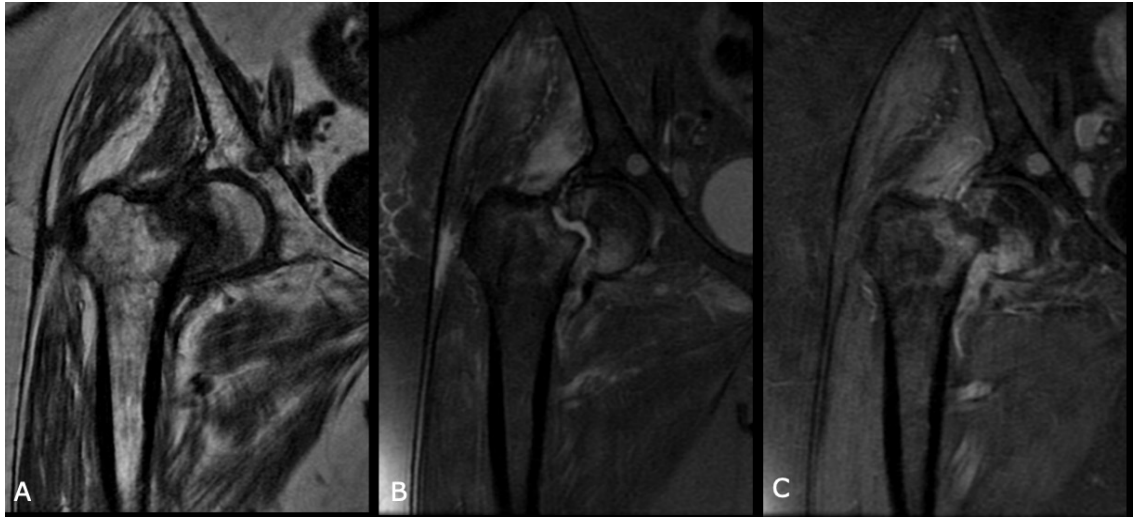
Traço de fratura transversa no colo femoral direito observado na ressonância magnética nas fases T1 (A), T2 (B) e pós gadolínio (C). Lesão nodular no acetábulo com baixo sinal em T1 e realce pós-contraste, suspeita para acometimento pelo MM.
